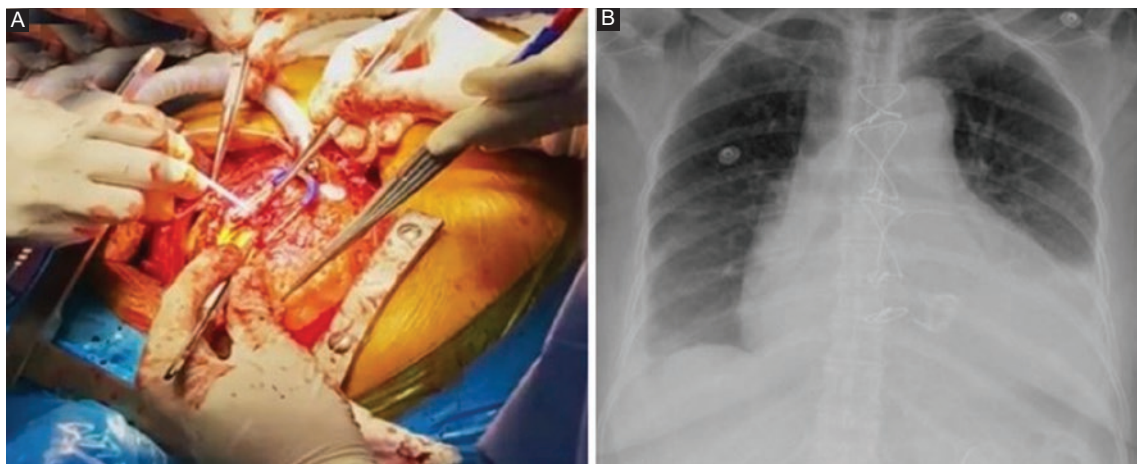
A: Intervención quirúrgica por esternotomía en la que se realiza corrección quirúrgica de sustitución valvular aórtica por bioprótesis Perimount 21 más tuvo supracoronario de 30 mm. B: Radiografía de tórax posquirúrgica.
